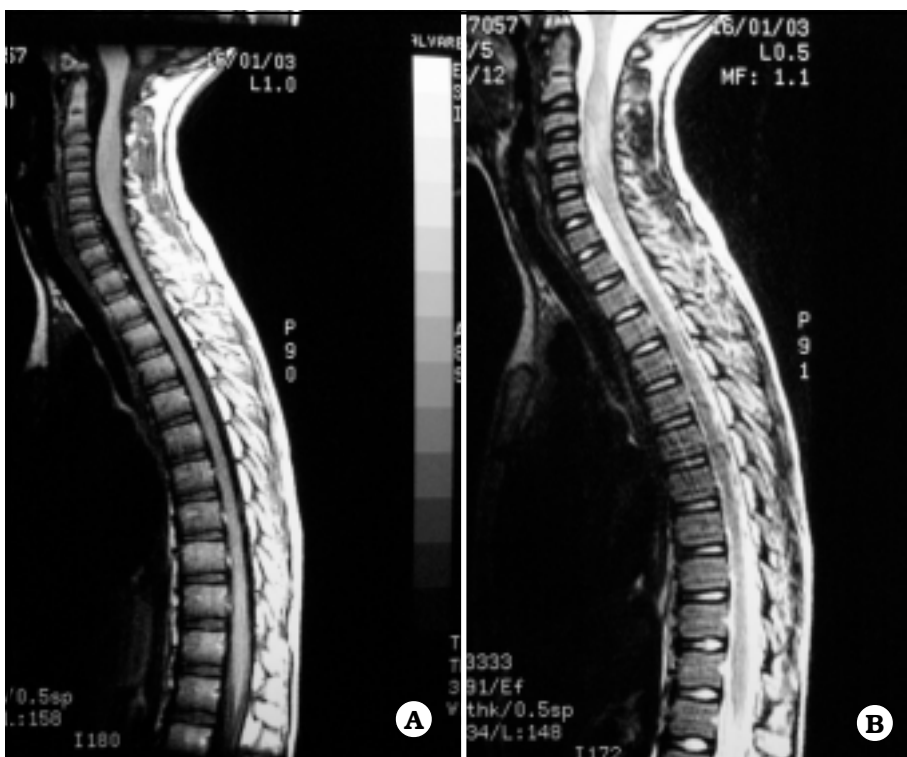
A. IRM: imagen sagital en T1 que muestra una expansión medular cervical de C2 a C6. B. IRM: imagen sagital en T2 que muestra el aumento de señal dentro de la lesión medular cervical.
